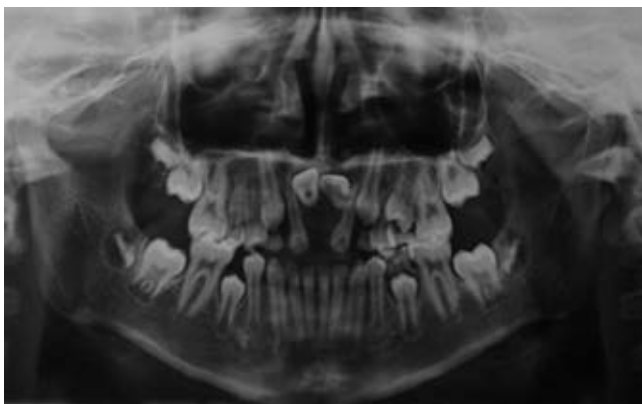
Ortopantomografía inicial, donde se observa la presencia de los OD 11 y 21 retenidos en posición horizontal, condilos y ramas asimétricas, relación 2:1 corona raíz.
